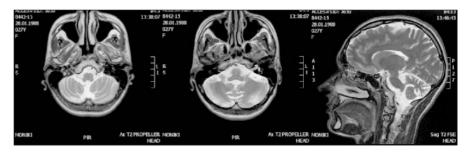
МРТ пациентки Ч., 25 лет, через 2 года после дебюта заболевания
